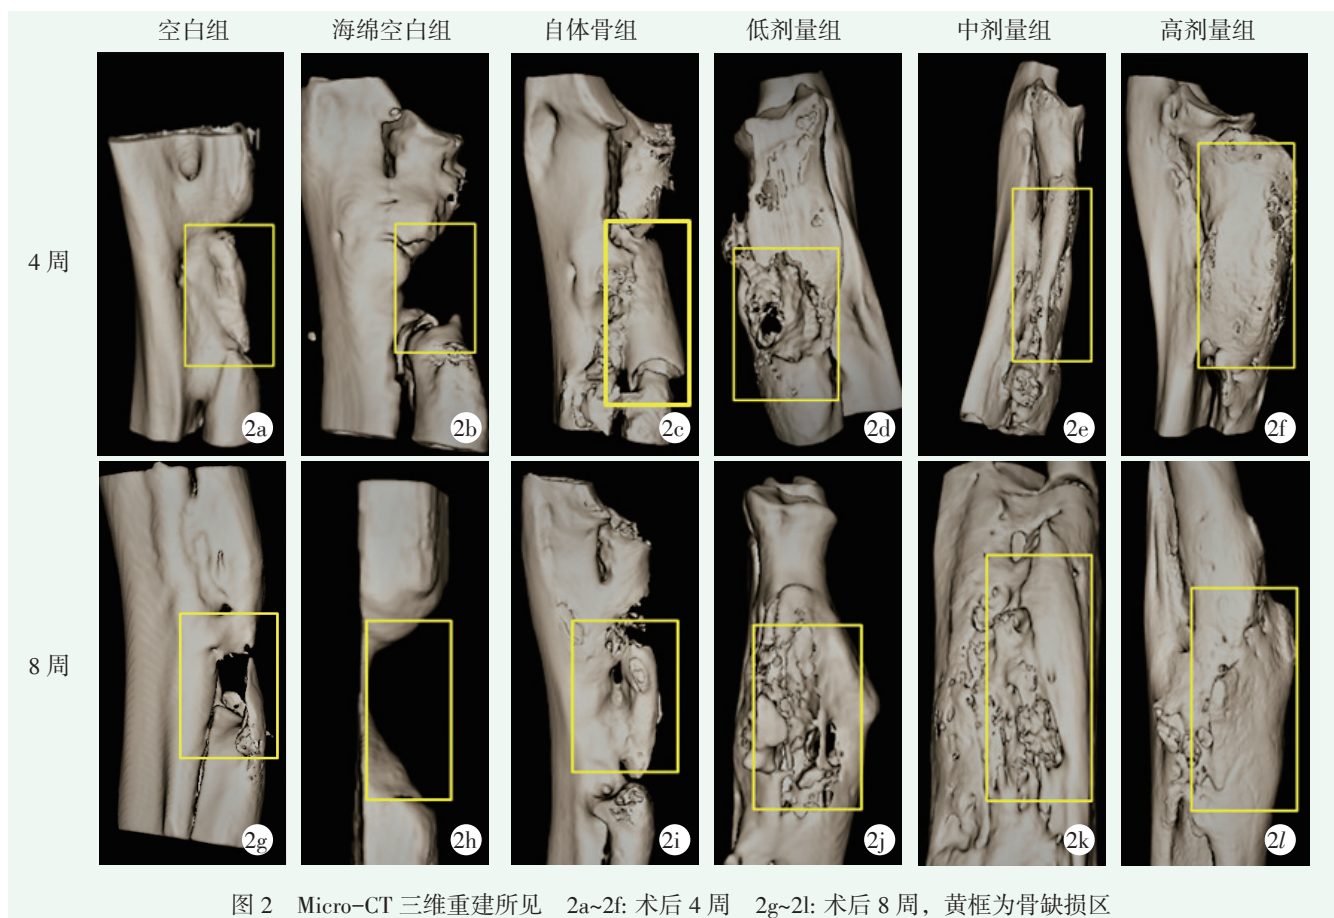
Micro-CT 三维重建所见 2a~2f: 术后 4 周 2g~2l: 术后 8 周, 黄框为骨缺损区
